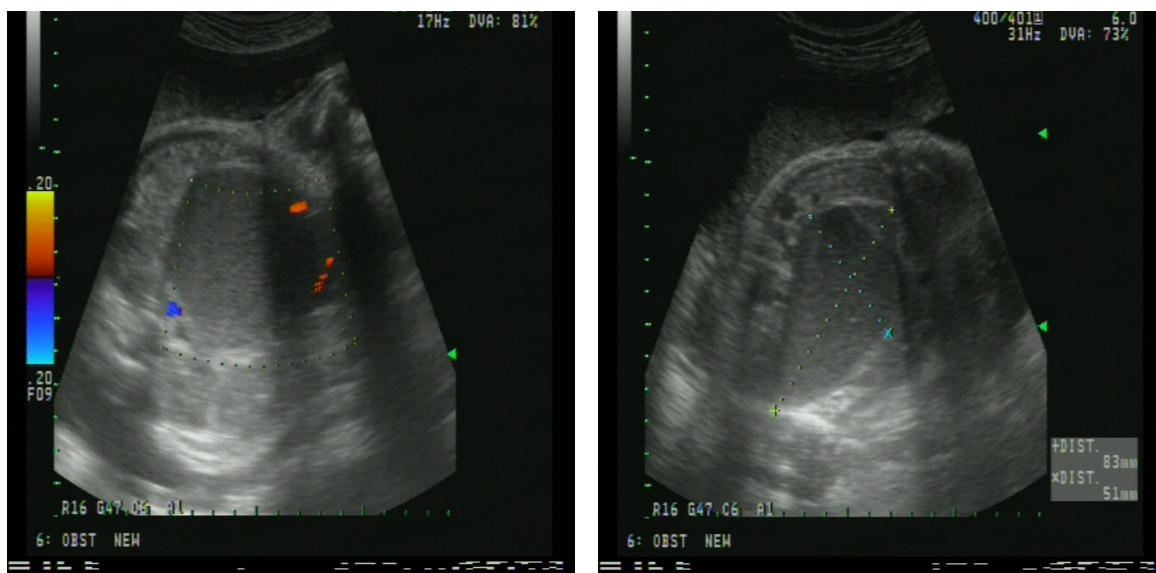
Transabdominal ultrasonography of fetal abdomen showed well defined, homogenous, round, and mixed echogenic mass posterior to the bladder.
